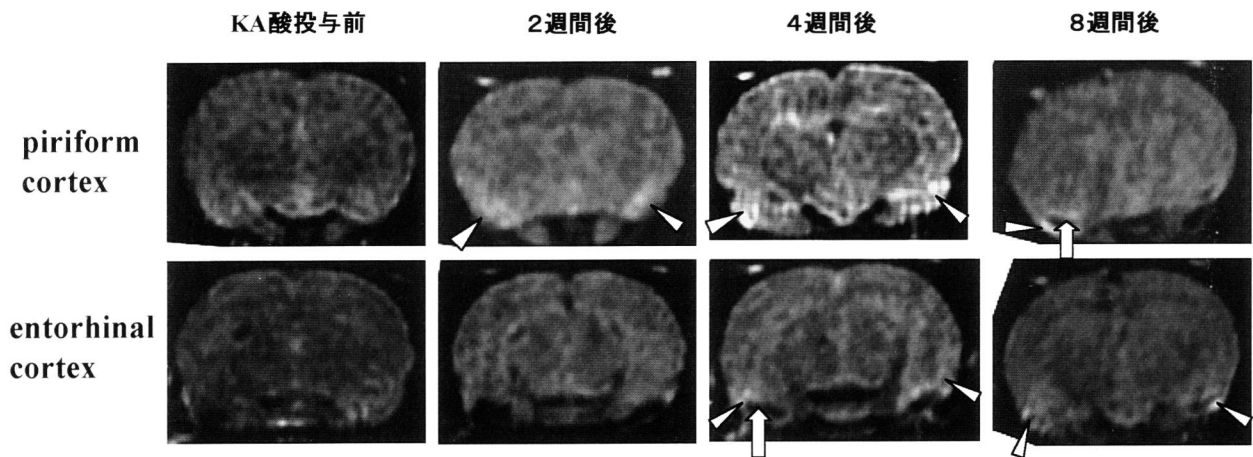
Stage 4,5 が出現したラットにおける MRI 所見の経過
